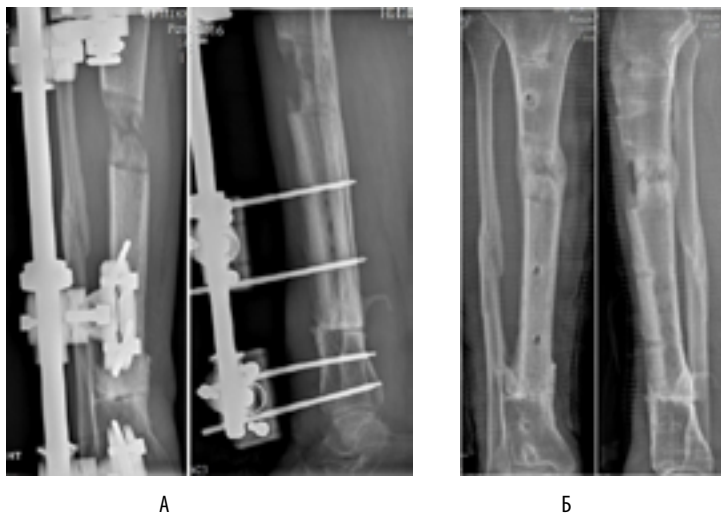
Рентгенограммы костей правой голени пациента Р. в двух проекциях через 10 суток после выполнения оперативного вмешательства (А) и через 5 месяцев после выполнения оперативного вмешательства (Б)
